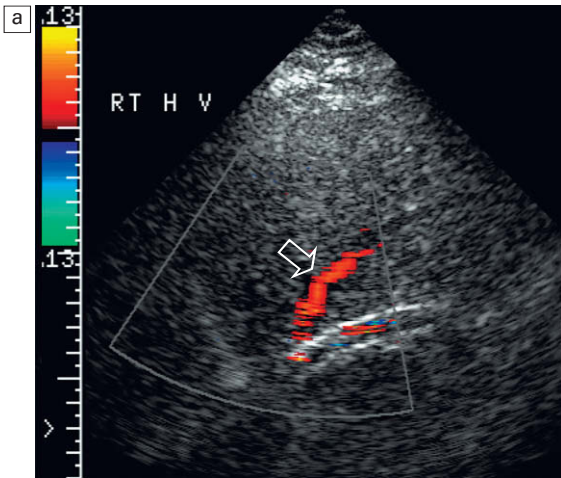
a) Imagen longitudinal de Doppler color que incluye la vena hepática derecha y la derivación TIPS. Obsérvese la poca saturación de color en la TIPS, lo que indica escaso flujo. La señal de color de la vena hepática derecha muestra flujo que se dirige hacia el transductor, alejándose de la vena cava inferior. Éste es el resultado de una estenosis focal en la confluencia de la vena hepática con la TIPS. b) Imagen transversal del mismo paciente de la figura (a). El flujo en la vena hepática derecha se aleja, de hecho, del corazón. Presenta colaterales con la vena hepática media, la cual muestra una dirección de flujo adecuada de retorno hacia la VCI.
